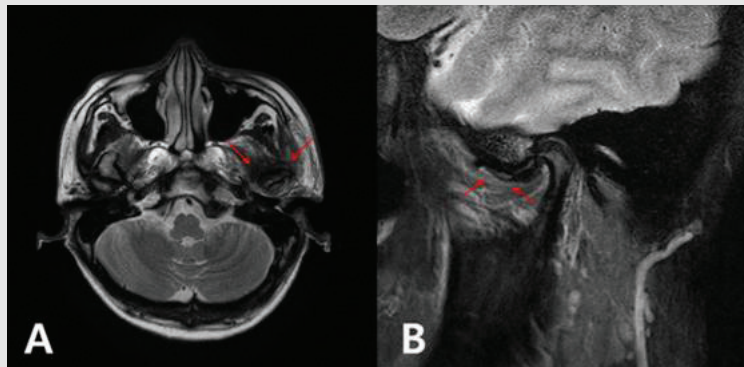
Postoperative MRI T2-wighted image. (A) Axial view. (B) Sagittal view. Both joint effusion and multiple lesions disappeared after surgery(red arrow).
